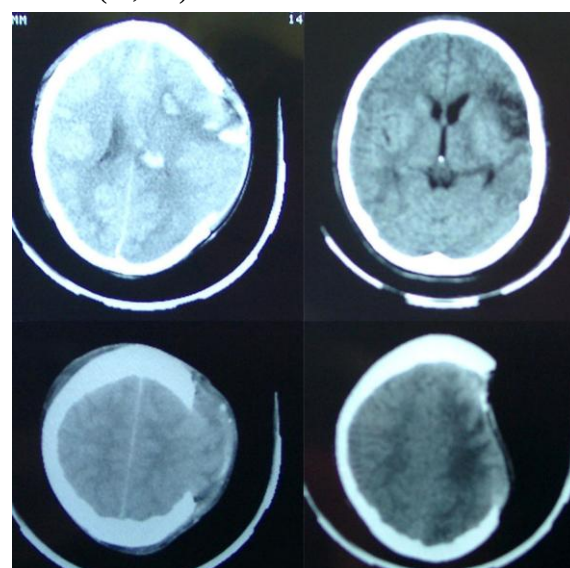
Компьютерная томограмма головного мозга больного М., 12 лет, с тяжелой ЧМТ
